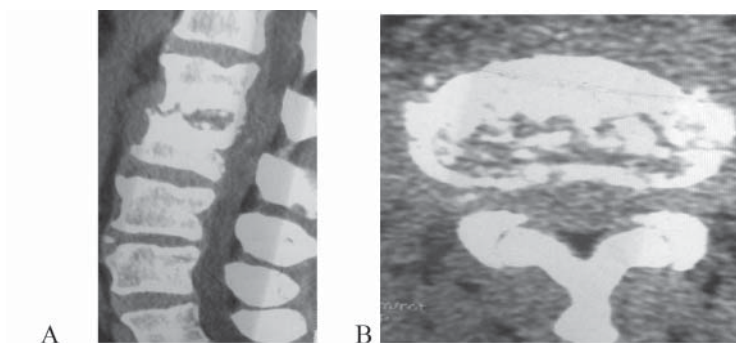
CT lombară. A- CT în plan sagital: spondilodiscită L1-L2 cu abces minor subligamentar. B- CT în plan axial
